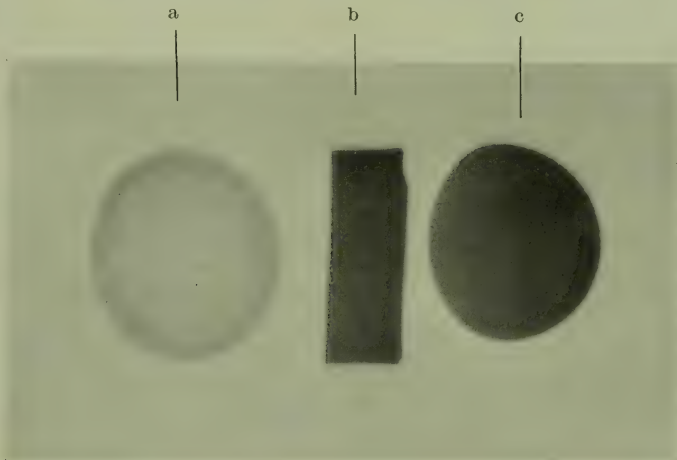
Röntgenogramm zur Veranschaulichung der Absorptionsfähigkeit der neuen Prothese. Man sieht die Verbesserung der Wirkung gegenüber der alten Bleiglasprothese (a) und erkennt, daß der Schutz der neuen Prothese (c) ungefähr der Wirkung einer 2 mm dicken Bleischicht (b) gleichkommt. (Aus ROHRSCHEIDER: Klin. Mbl. Augenheilk. 82, 171. Es ist irrtümlich ein Positivbild der Röntgenplatte wiedergegeben worden!)
